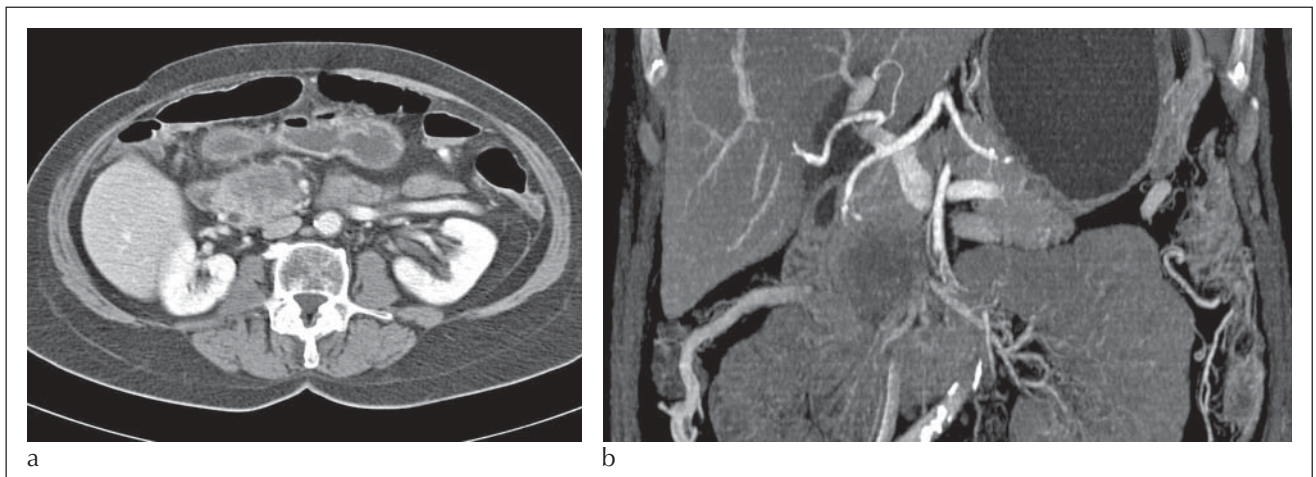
Duktales Adenokarzinom des Pankreas, Computertomographie: Hypodense Läsion im Pankreaskopf (a) mit Infiltration der Vena mesenterica (b).
